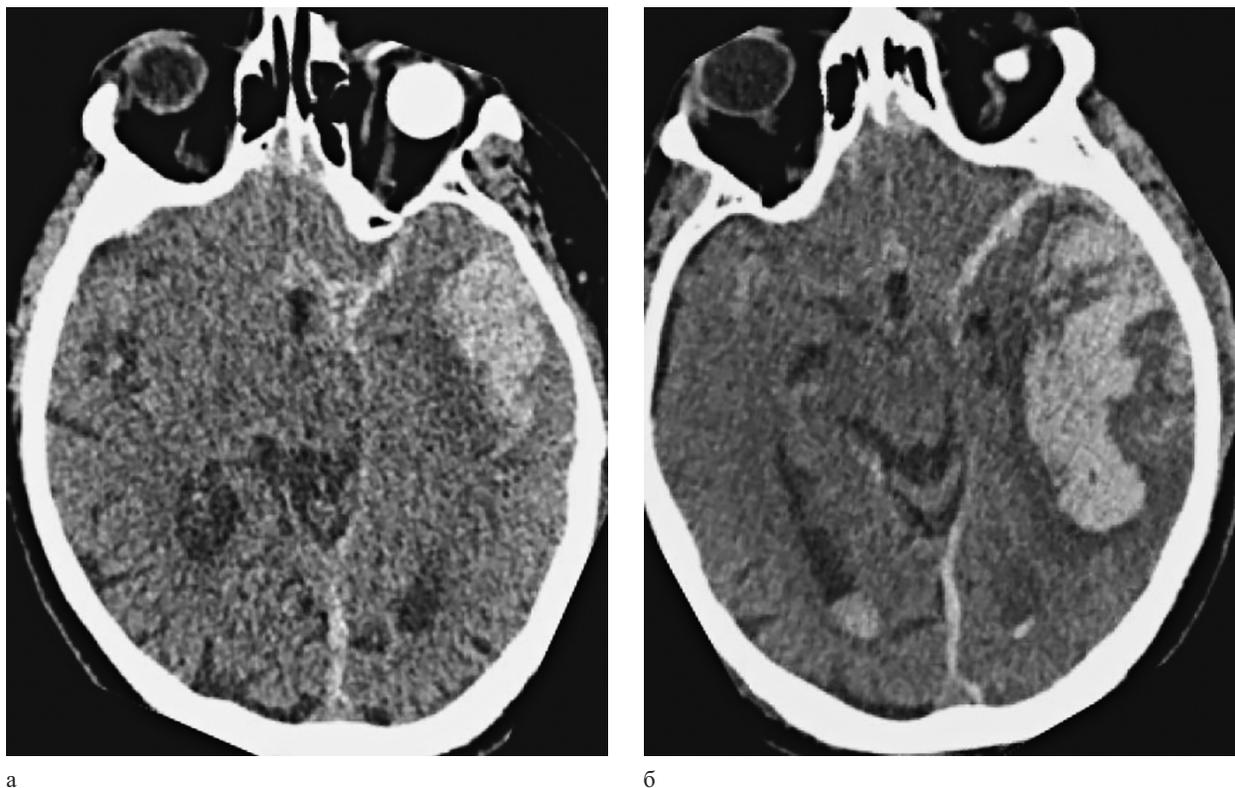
Клиническое наблюдение 4. МСКТ головного мозга: а — при поступлении визуализируются САК, контузионный очаг в левой височной доле, субдуральная гематома; б — через сутки от поступления выявлен контузионный очаг в левой височной и теменной долях головного мозга, появление крови в желудочковой системе
